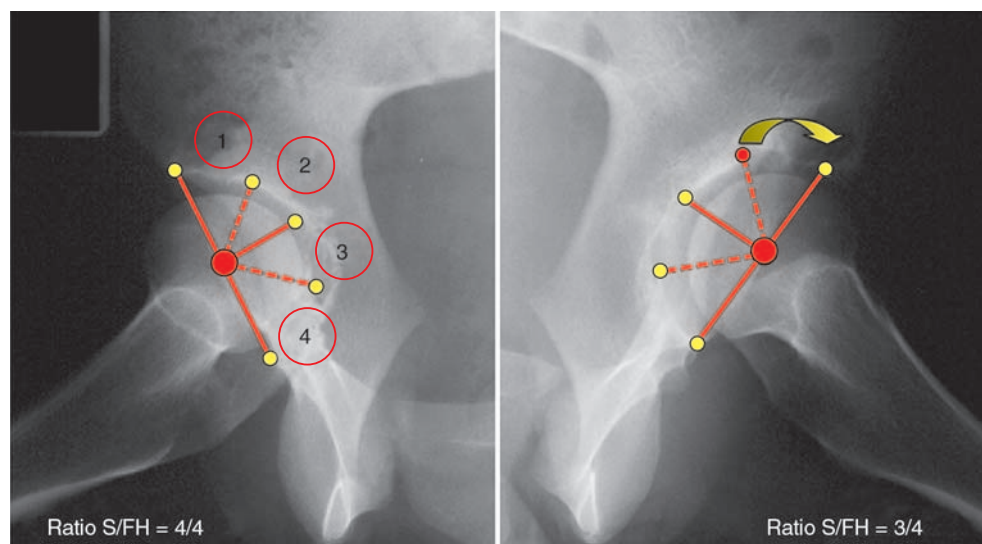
Description du ratio S/FH sur une radiographie de profil chirurgical de la hanche où S est la surface projetée de l'acétabulum et FH la moitié de la surface projetée de la tête fémorale.
